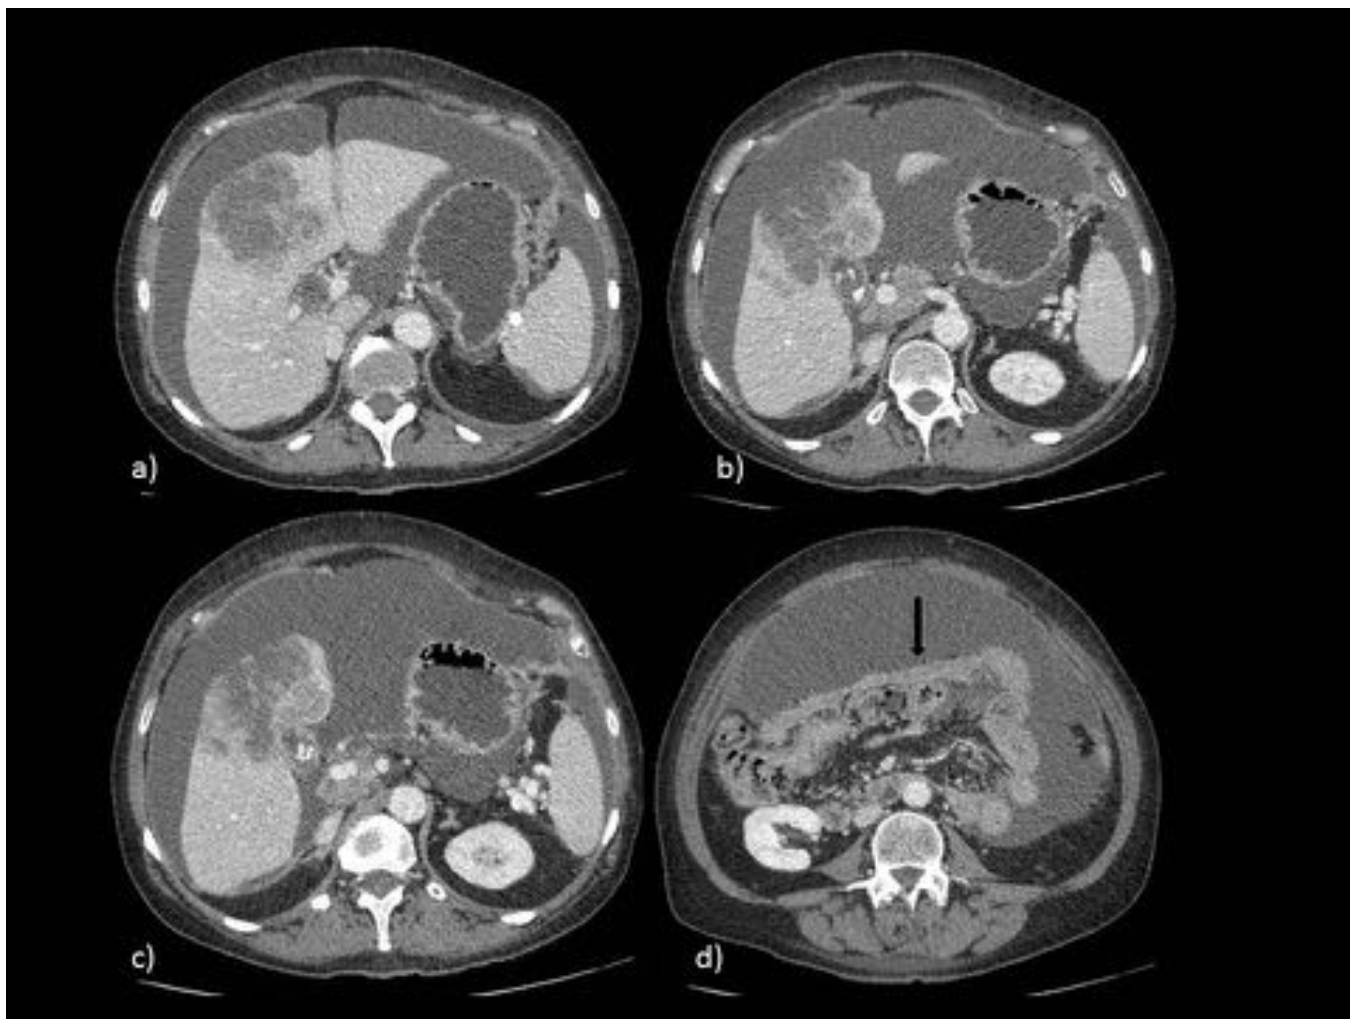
TC con CIV. Gran masa que infiltra vesícula y segmento hepáticos adyacentes, heterogénea, con zonas de realce periférico (tumor viable) y centro de predominio hipodenso/ necrótico. Ascitis. En b) y c) se observan colelitiasis, y en d) intensa infiltración omental (fecha negra)
